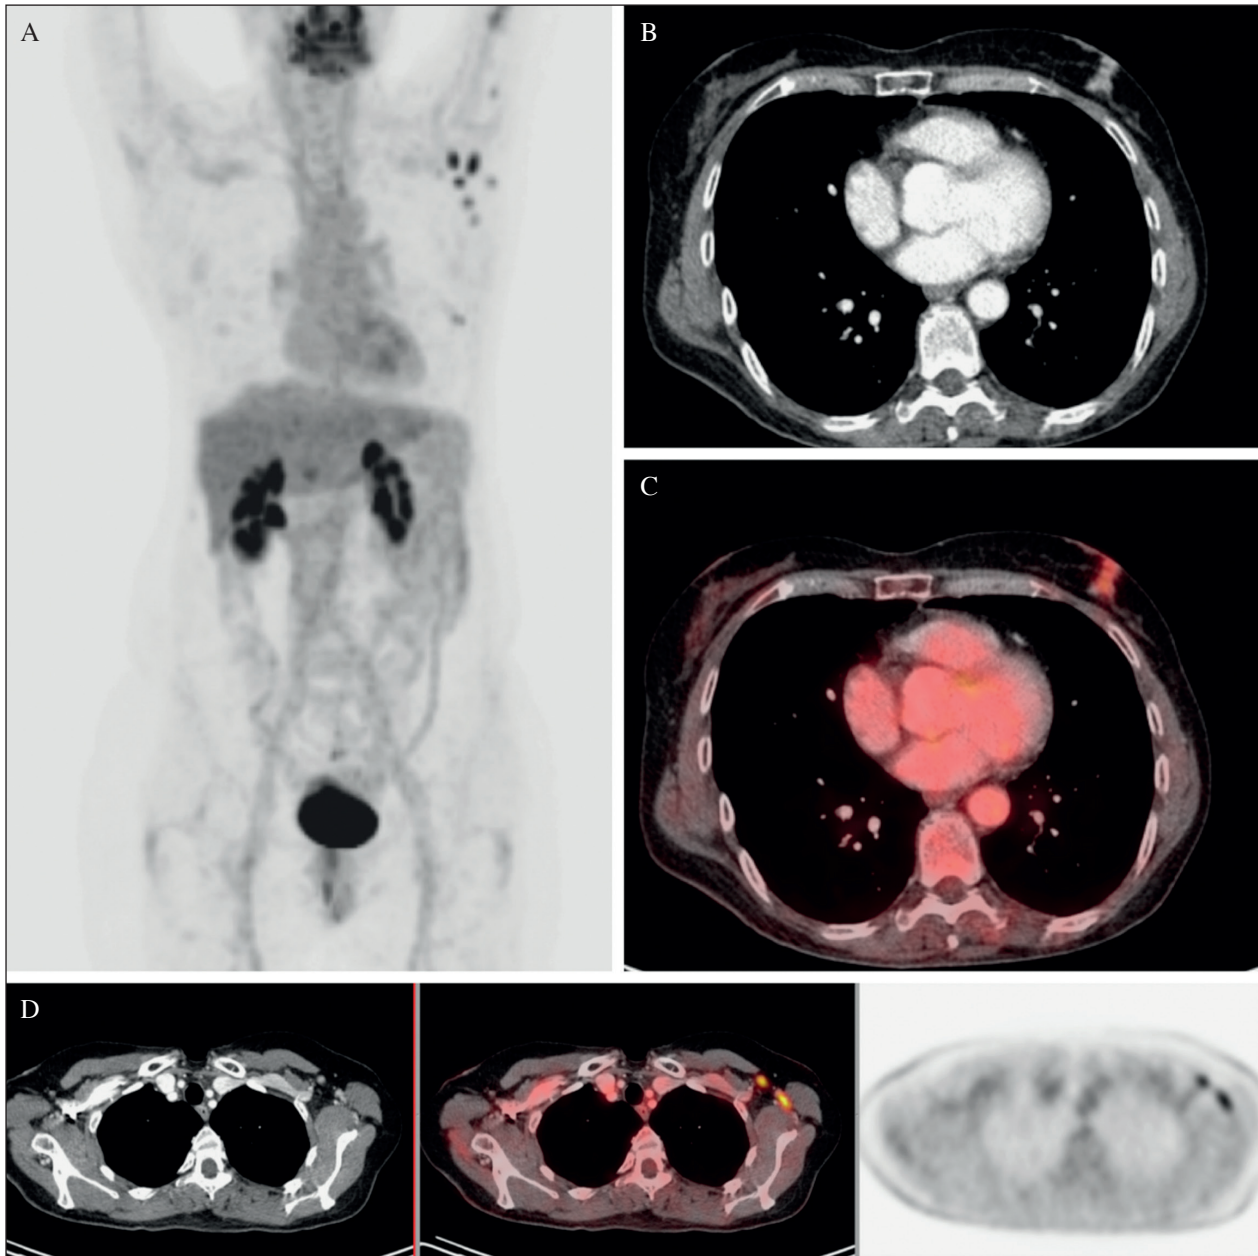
Mujer de 45 años con nódulo de 1,9 cm en intercuadrantes externos de la mama izquierda, BIRADS 6, sin identificar ganglios patológicos en RM ni a la palpación en la axila ipsilateral. Se solicita PET-TC para estadificación inicial. A. MIP se aprecia captación leve de FDG de la lesión mamaria y múltiples depósitos en la axila izquierda. Corte axial TC (B) y fusión PET/TC (C) en los que se aprecia el nódulo en la mama izquierda, que muestra discreta captación de FDG (SUVmax 3,2). D. Corte axial de TC (izquierda), fusión PET/TC (centro) y PET (derecha) que muestran la presencia de varios ganglios axilares, todos ellos subcentimétricos, pero con intensa captación de FDG (SUVmax de hasta 6,2). La paciente había recibido tres días antes de la realización de la PET una dosis de vacuna frente a la COVID-19 (Moderna®), por lo que dichos ganglios se caracterizaron como reactivos. Se realizó cirugía conservadora de la mama junto con BSGC con resultado negativo para malignidad del ganglio centinela extirpado.
